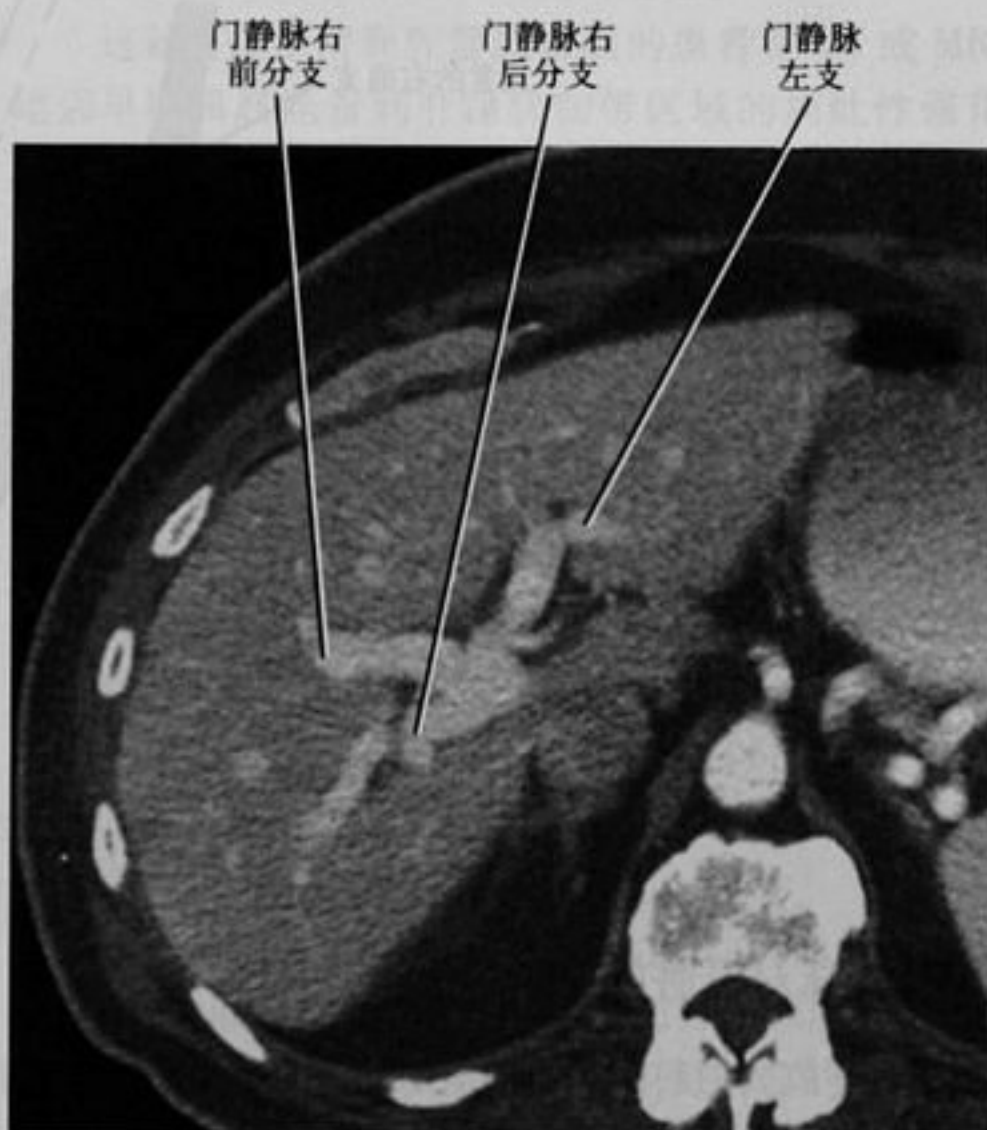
CT 增强轴位扫描显示门静脉的三支分叉
